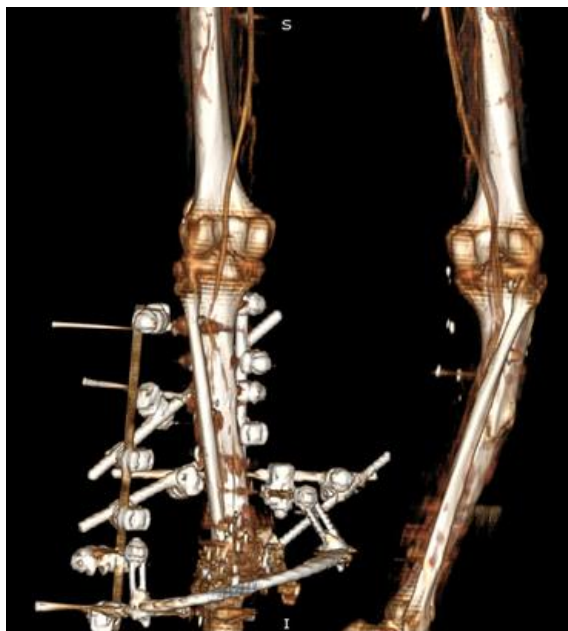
КТ-ангиография левой нижней конечности.
